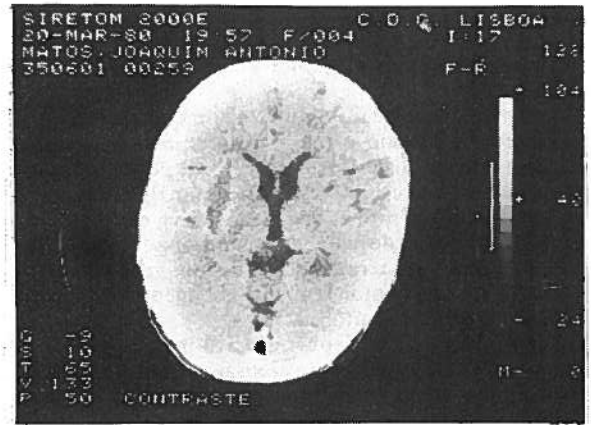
TAC: enfarte insular esquerdo;
